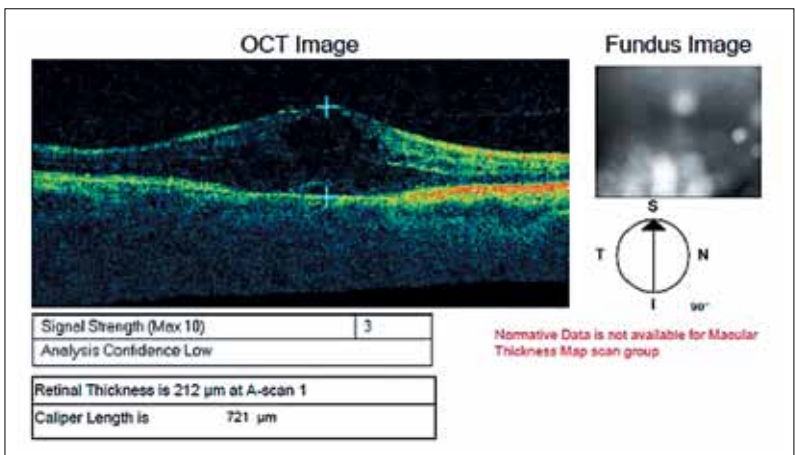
Оптическая когерентная томография больной М. до лечения: кистозный макулярный отек, толщина сетчатки – 721 мкм, задняя отслойка стекловидного тела
